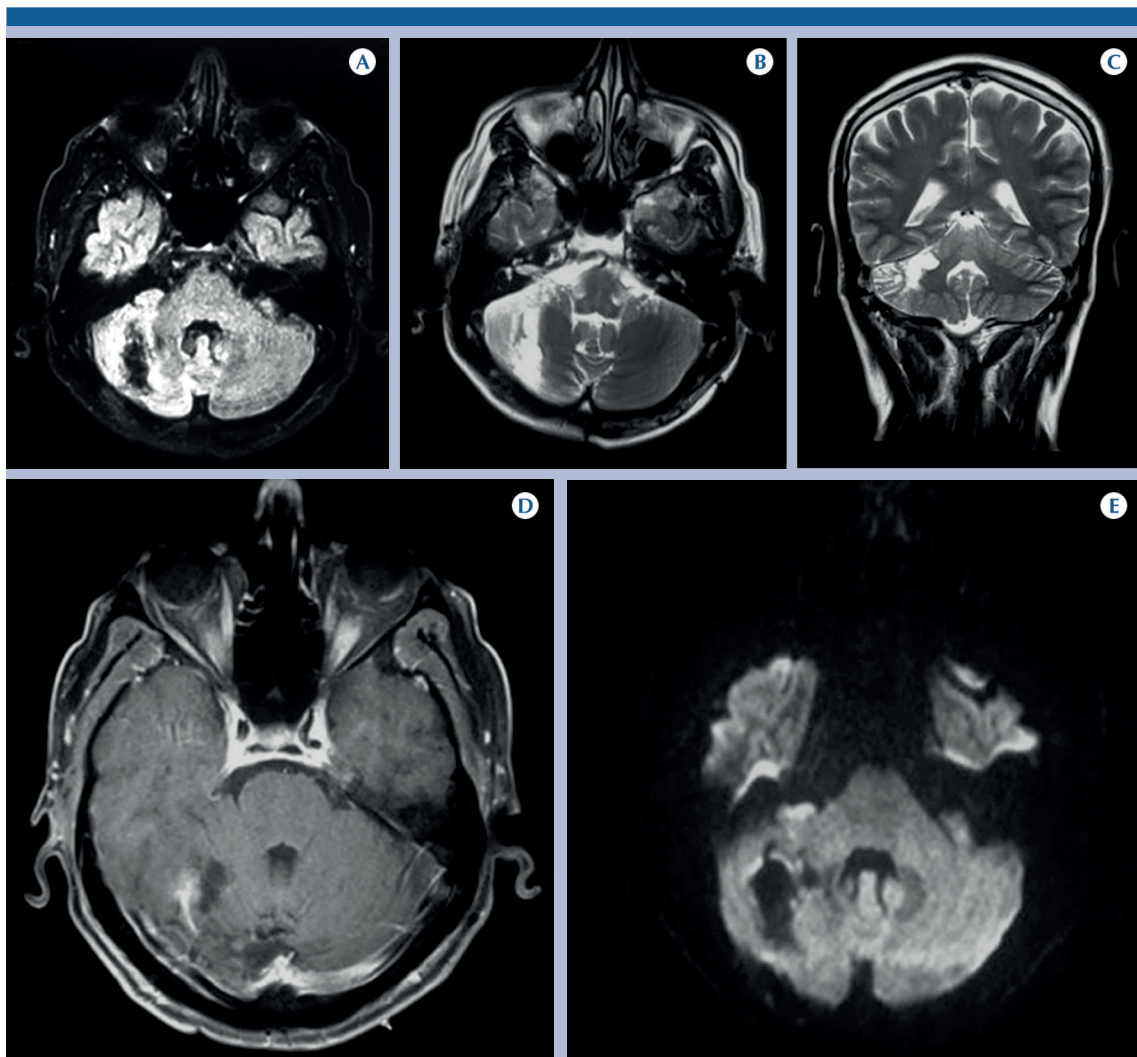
Paciente masculino de 41 años. Resonancias magnéticas simple y contrastada que muestran cambios posquirúrgicos caracterizados por craneotomía occipital derecha. A-B) Zona de cerebelomalacia en hemisferio derecho. C) Cerebelomalacia en plano coronal. D) Secuencia T1 contrastada: discreto realce heterogéneo secundario a cambios posquirúrgicos. E) Sin restricción a la difusión. El diagnóstico histopatológico fue meduloblastoma.
